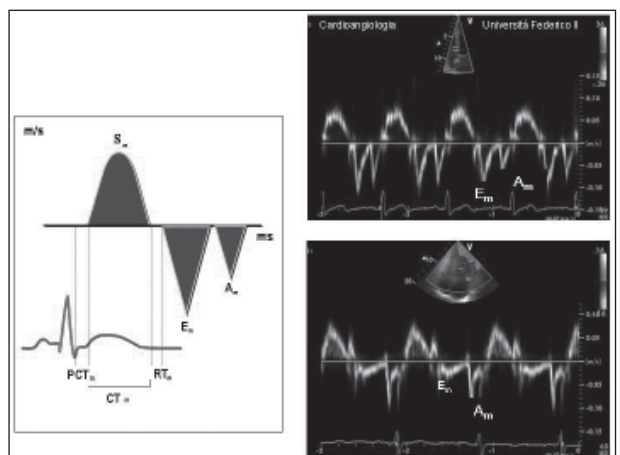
Izquierda. Índices del Doppler tisular. Derecha. Patrón diastólico normal (arriba) y patrón de relajación anormal (abajo). Am = velocidad auricular miocárdica (cm/s); CTm = tiempo de contracción miocárdica (ms); DTm = tiempo de desaceleración miocárdica de Em; Em = velocidad de la diástole temprana miocárdica (ms); RTm = tiempo de relajación miocárdica (ms).
